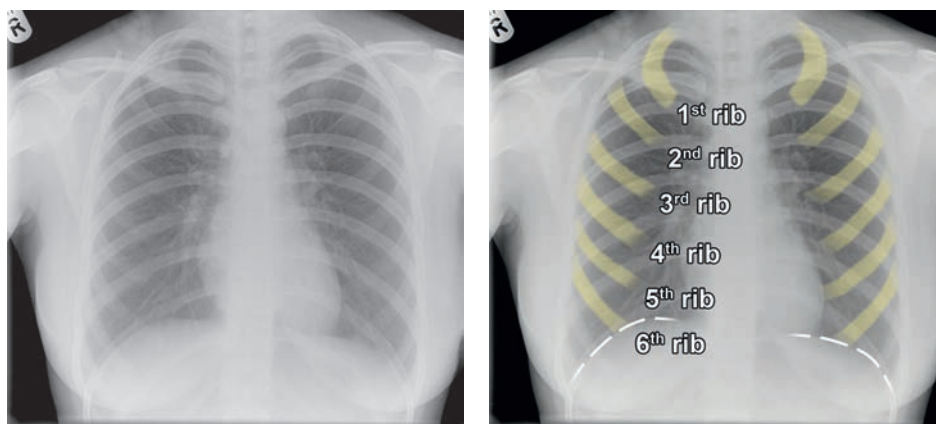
Рентгенограмма органов грудной клетки, полученная при достаточной глубине вдоха. На снимке справа передние отрезки 1–6 ребер обозначены желтым, а левый и правый купола диафрагмы отмечены белыми пунктирными линиями.
